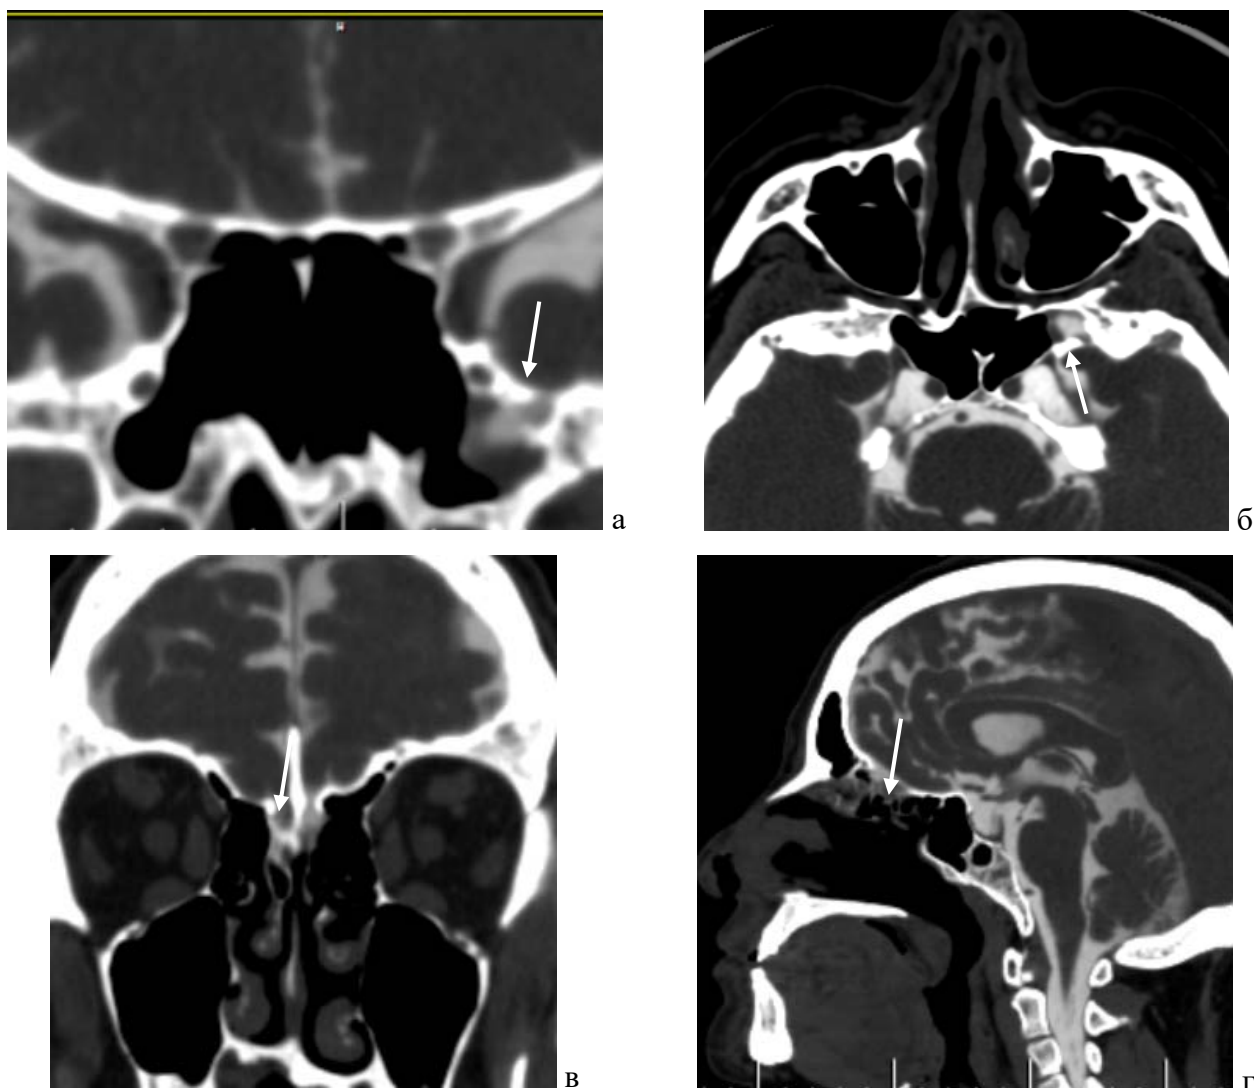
КТ-цистернография: а – фронтальная, б - аксиальная проекции, дефект латерального кармана клиновидной пазухи с признаками затекания контраста (показан стрелкой); в – фронтальная, г - сагиттальная проекции, дефект решетчатой пластинки слева (отмечен стрелкой)
